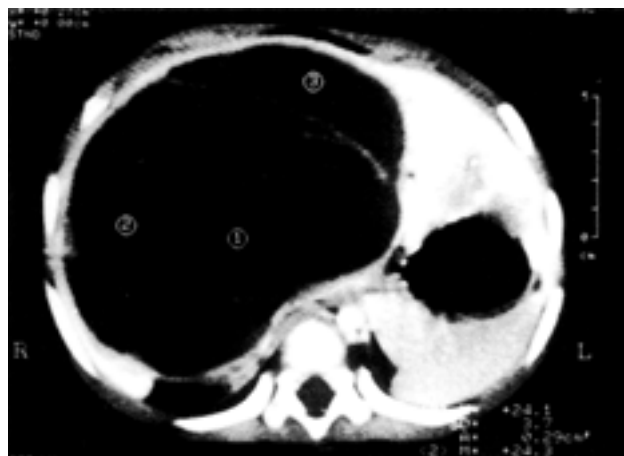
TC abdome: lesão expansiva cística em lobo direito do fígado, multisseptada, formando compartimentos com densidades diferentes.
